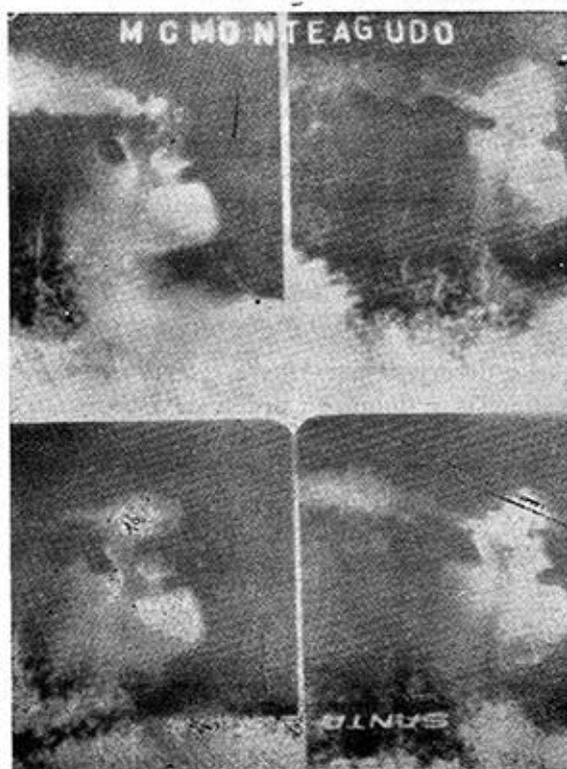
Radiografías en acecho, con compresión. Bulbo deformado e irregular. El pequeño nicho se observa en todas las imágenes.
